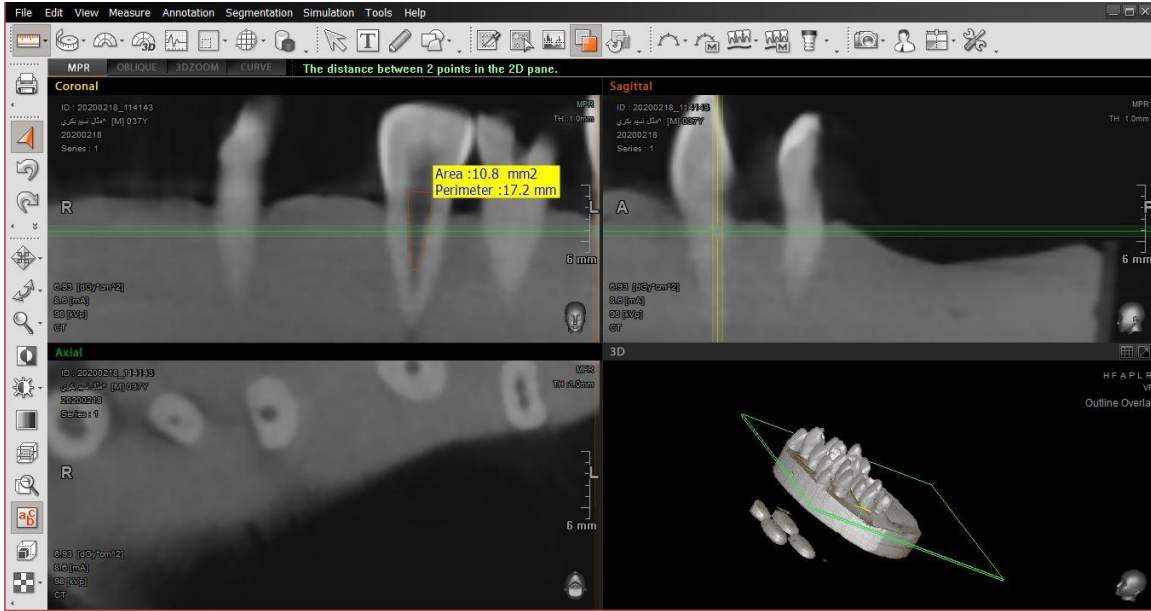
جهاز تصوير CBCT
